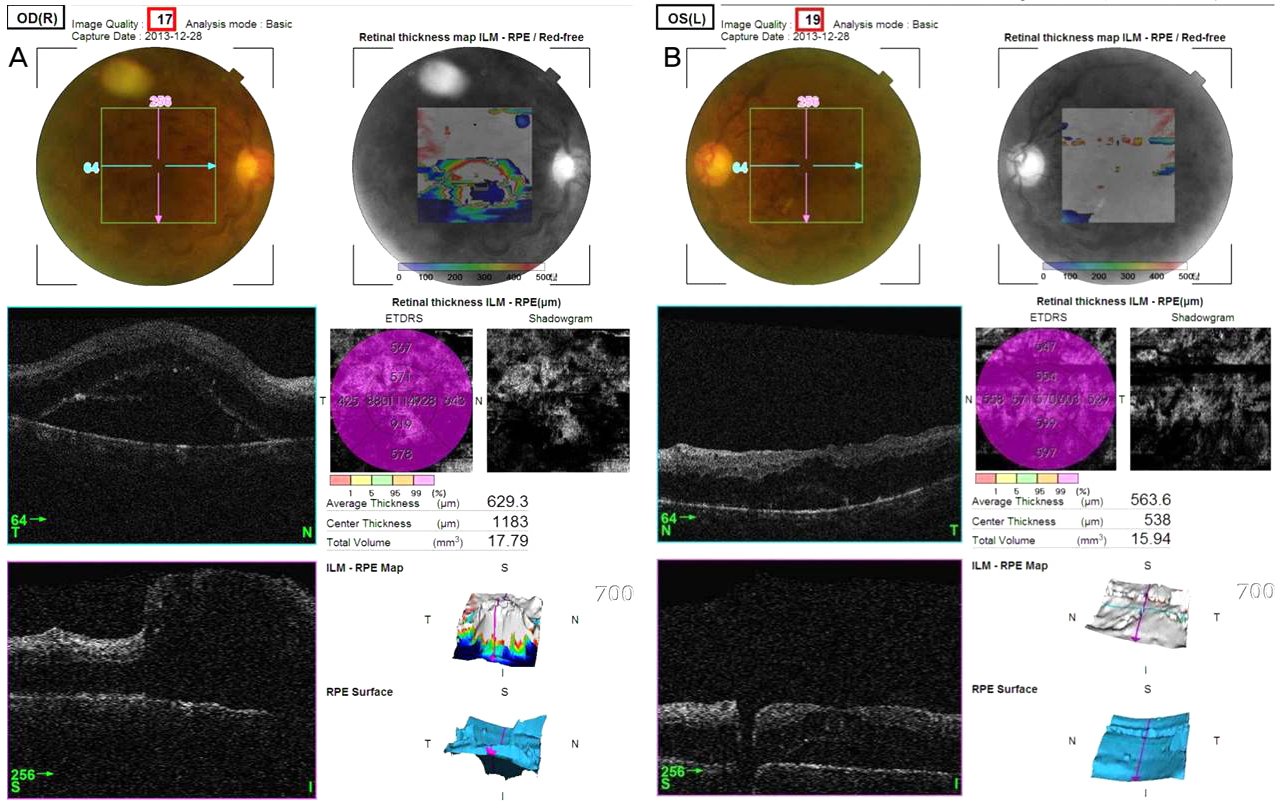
Optical coherence tomography (OCT) finding when his first visit. OCT shows macular edema in the both eyes and more severe subretinal fluid in the right eye (A) than in the left eye (B). OD = oculus dexter; OS = oculus sinister; R = right; L = left; ILM = internal limiting membrane; RPE = retinal pigment epithelium; ETDRS = Early Treatment Diabetic Retinopathy Study; S = superior; N = nasal; I = inferior; T = temporal.
